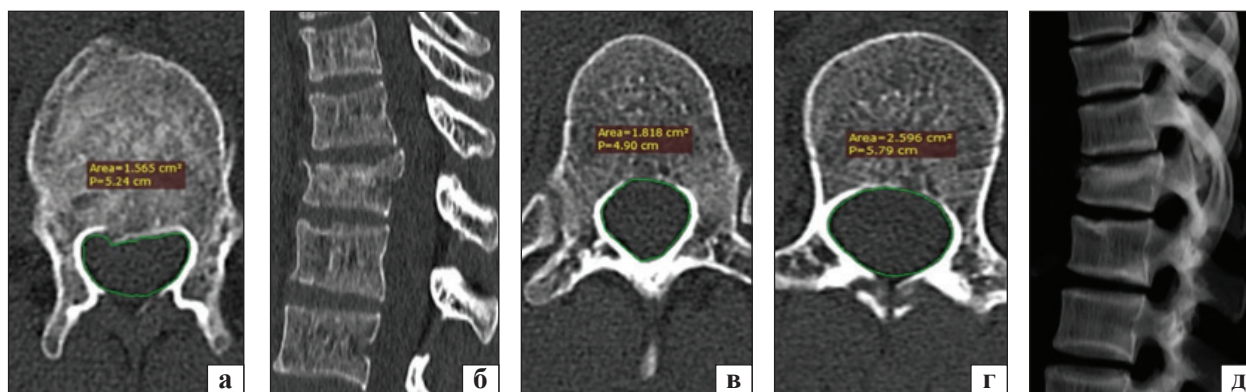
Результати доопераційних обстежень пацієнтки С. СКТ: а — аксіальний зріз на рівні середини кореня дуги хребця Th_{XII}; б — хребця Th_{XI}; в — хребця L_I; г — серединна сагітальна реконструкція; д — спондилографія в бічній проєкції
